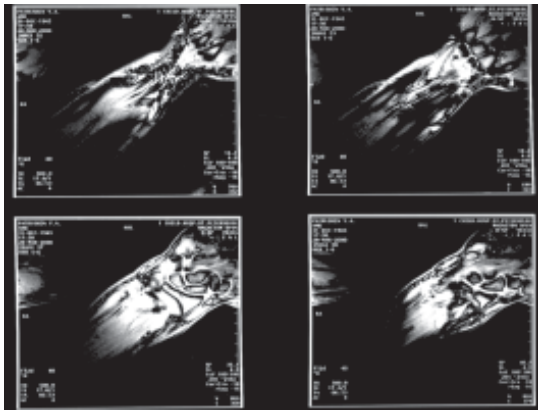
МРТ при сочетанных повреждениях сухожилий и нервов.
